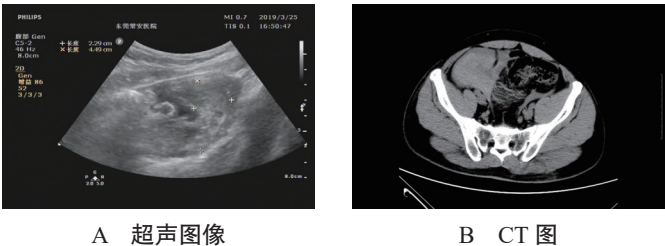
肠系膜破裂出血血肿患者超声与 CT 检测图像
